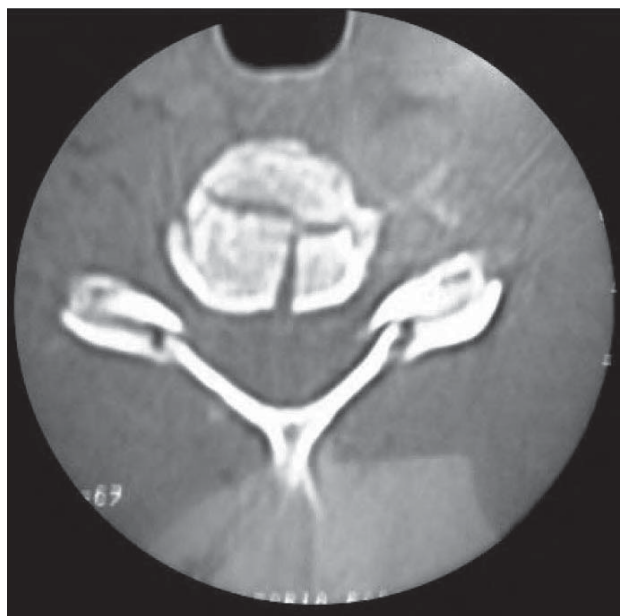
/5. TAC de columna. Fractura de cuerpo y apófisis laterales (C6).
